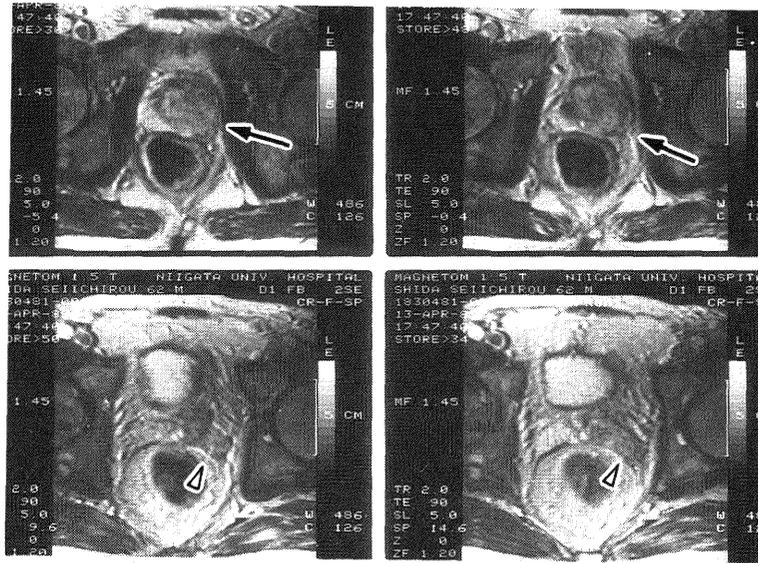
前立腺癌，MRI R2 強調画像，矢印：前立腺癌，
